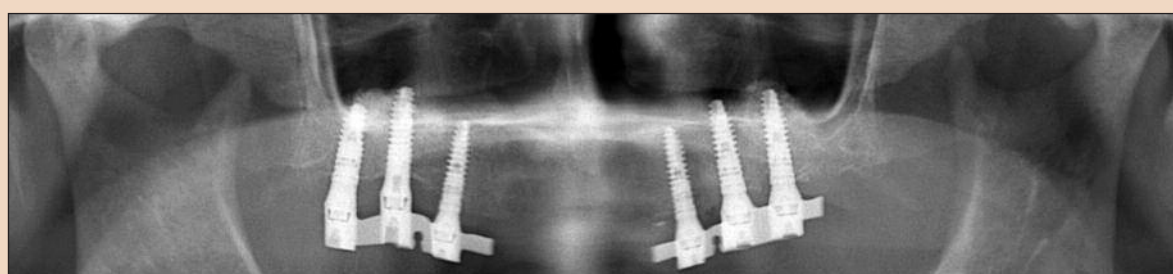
Ортопантомограмма, сделанная при контрольном осмотре; стабильное состояние тканей почти через 2 года после установки ортопедической конструкции.
